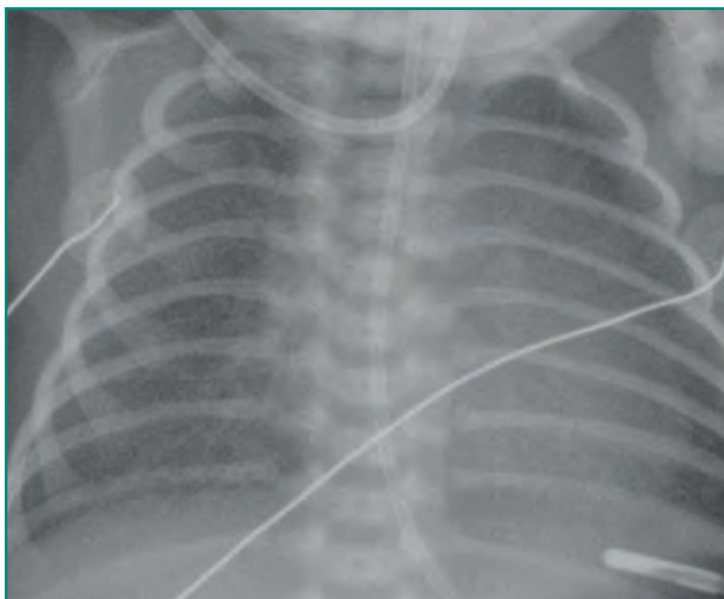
Taquipnea transitoria del recién nacido. Radiografía frontal de tórax de una niña recién nacida a término, tras parto por cesárea. Se identifica un patrón intersticial, en su mayor parte homogéneo, con volúmenes pulmonares levemente aumentados (manifestados por leve aplanamiento diafragmático). Los hallazgos de imagen se resolvieron a los dos días.
